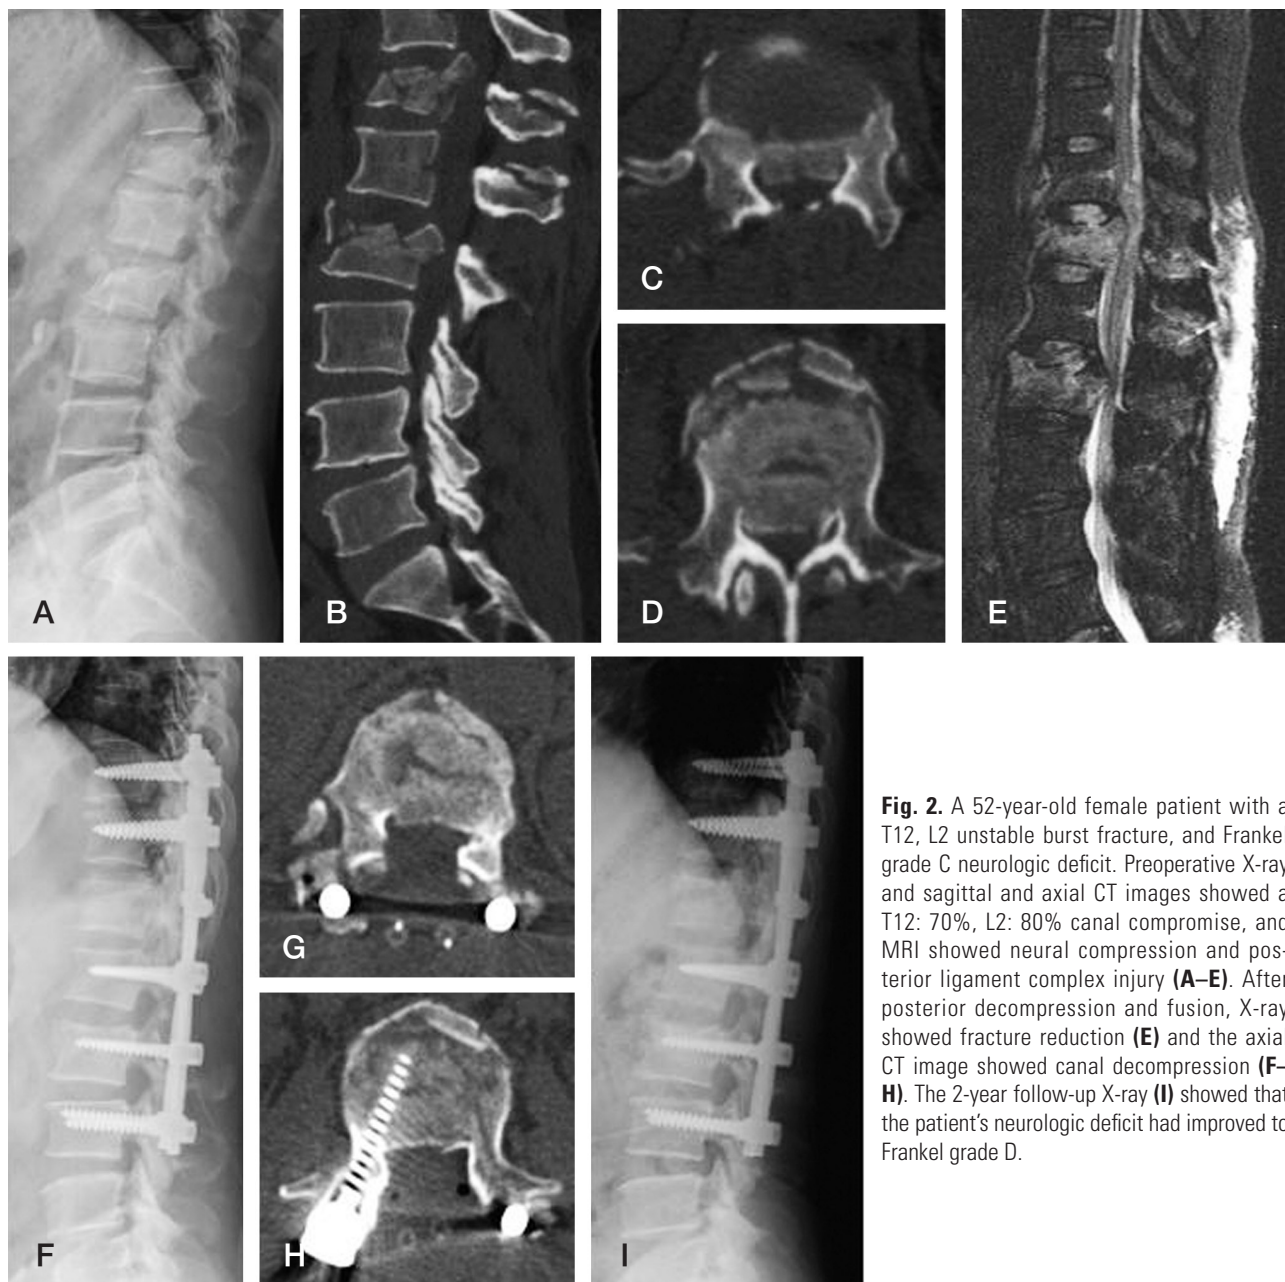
A 52-year-old female patient with a T12, L2 unstable burst fracture, and Frankel grade C neurologic deficit. Preoperative X-ray and sagittal and axial CT images showed a T12: 70%, L2: 80% canal compromise, and MRI showed neural compression and posterior ligament complex injury (A-E). After posterior decompression and fusion, X-ray showed fracture reduction (E) and the axial CT image showed canal decompression (F-H). The 2-year follow-up X-ray (I) showed that the patient's neurologic deficit had improved to Frankel grade D.
